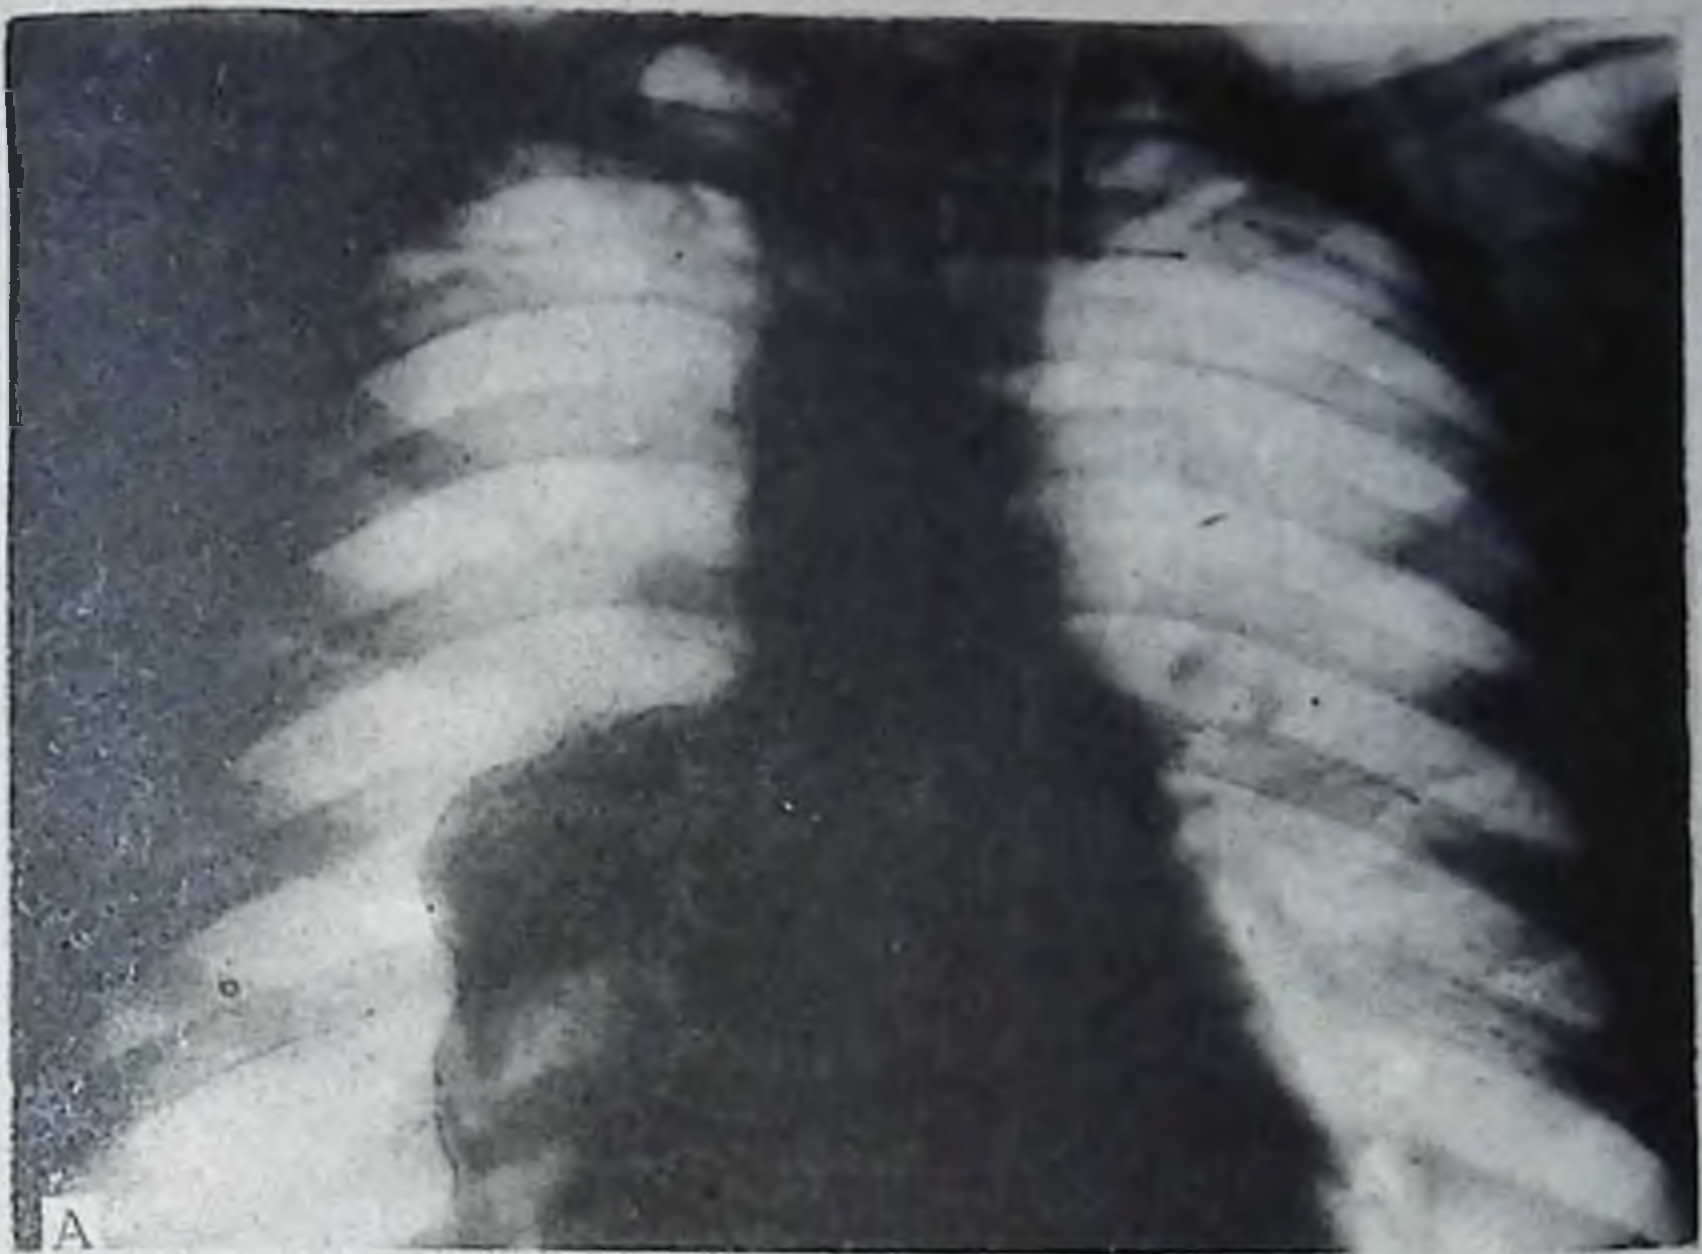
Рентгенограмма грудной клетки в прямой проекции.
